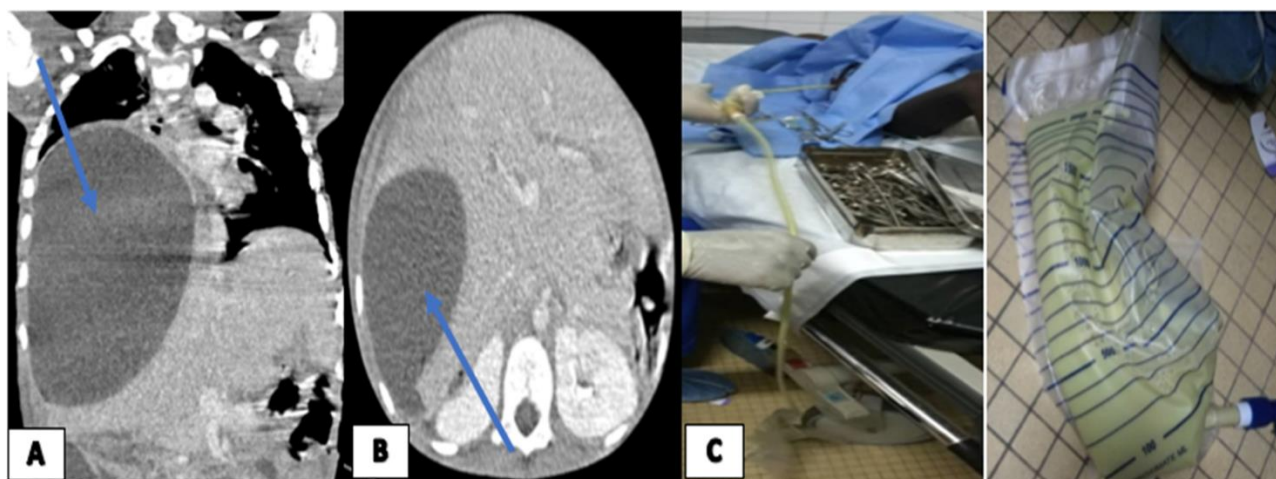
Enfant de 10 ans adressé pour douleurs abdominales fébriles de l'HCD avec dyspnée. TDM TAP avec injection de PDC (A, B) en coupes axiales (B) et reconstruction coronale (A) montrant une collection liquidienne hépatique à rehaussement périphérique après injection de PDC en rapport avec un abcès hépatique (flèche bleue). Drainage percutané écho guidé (C et D) ramenant du pus franc.
